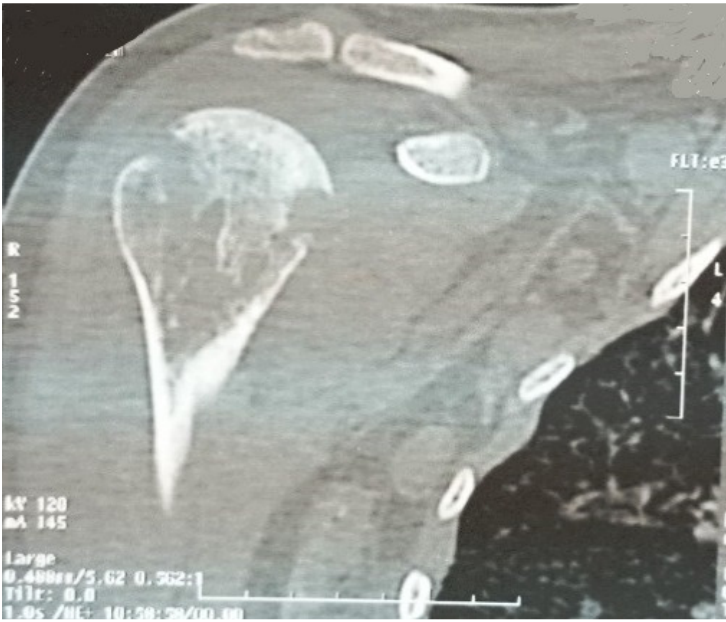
TDM épaule: érosions et géodes, séquestres de la tête humérale
